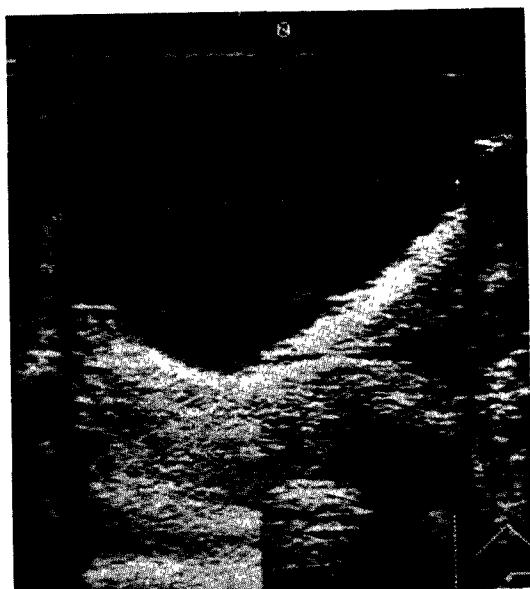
복부 초음파검사에서 우측 상복에  $9\text{cm} \times 6\text{cm}$  낭종성 종괴를 보이고 있다.
